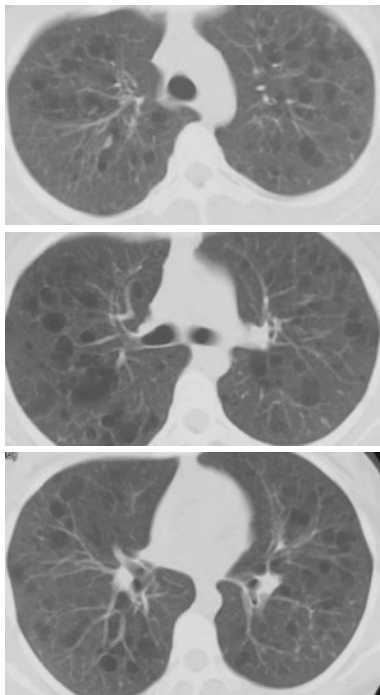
初診時胸部単純CT。両肺野びまん性に多発嚢胞、粒状影を認めた。
